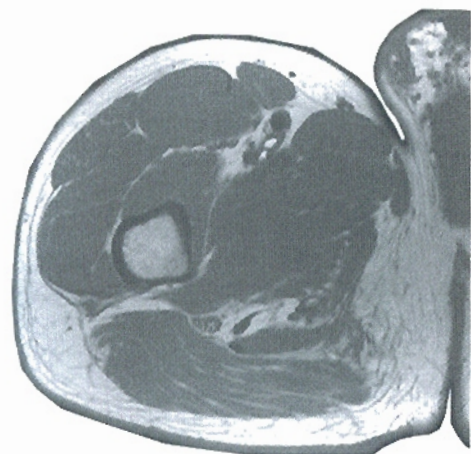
• Corte transversal del muslo que pasa a la altura del vértice del triángulo femoral (v. pág. 537) y corte correspondiente de RM in vivo.
